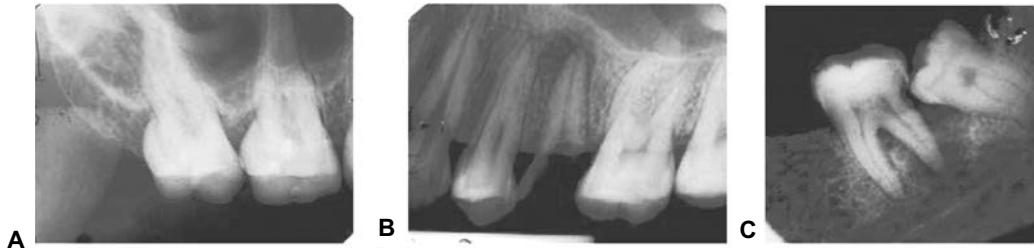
Una buena radiografía periapical es indispensable para llevar a cabo una extracción tomando en cuenta las estructuras anatómicas cercanas, como por ejemplo un seno maxilar muy neumatizado (A), o bien, una lesión periapical cercana al seno maxilar (B), o al nervio dentario inferior (C).
